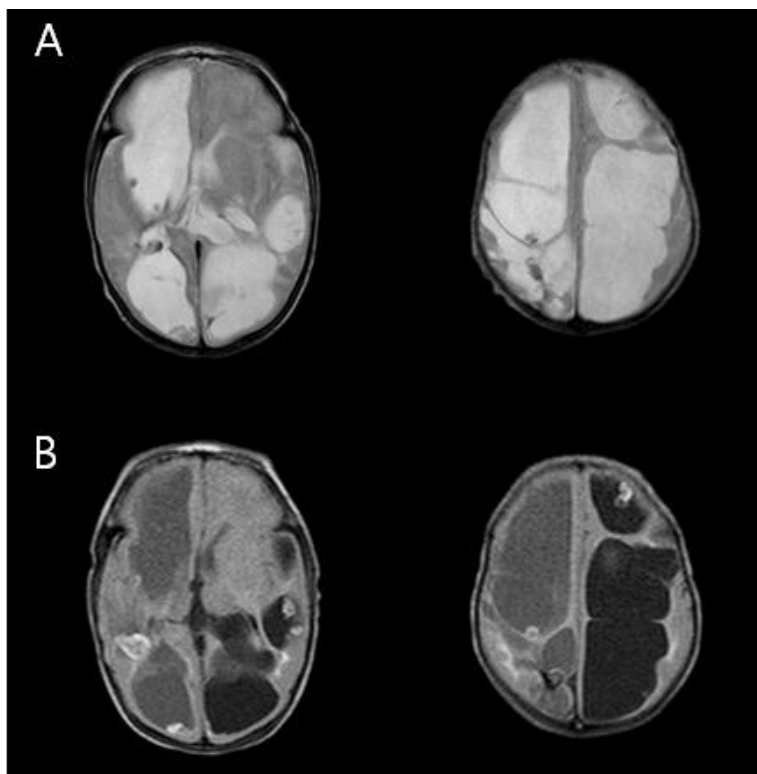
Magnetic resonance images. (A) Axial T2-weighted MR images taken on the 89th day of life shows multiple porencephalic cysts and ventricular dilatation in both cerebral hemispheres, (B) axial FLAIR image shows inflammatory effusion in the cystic cavity.
